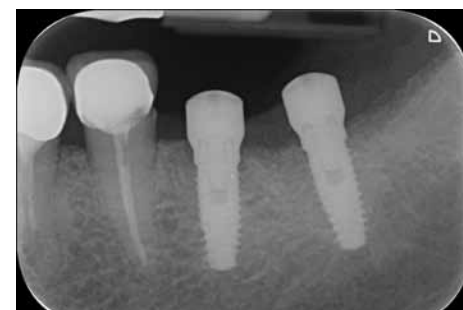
Controllo radiografico a distanza di 2 mesi conferma la ottima integrazione del materiale innestato.
